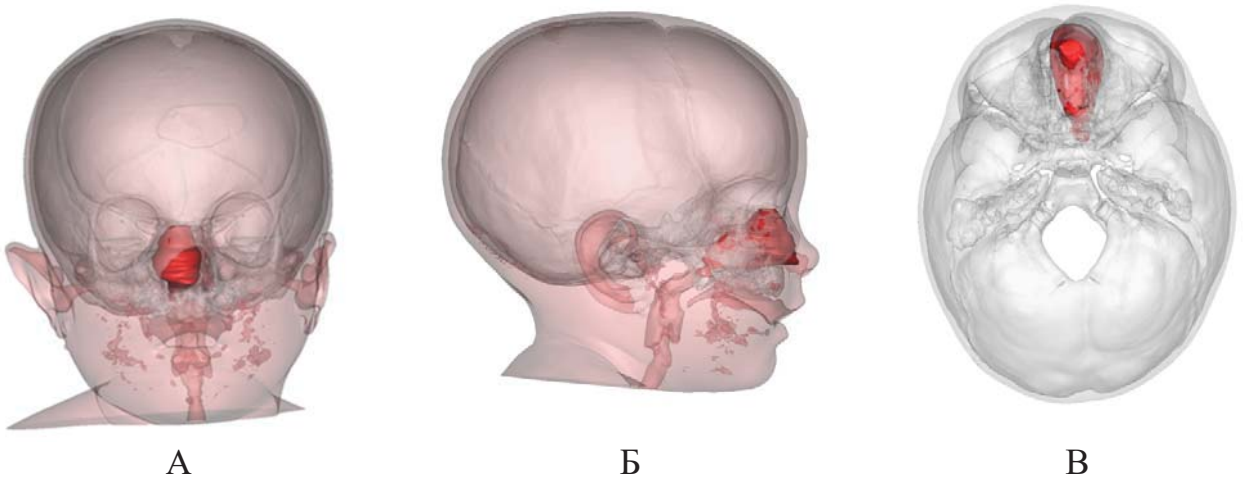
3D –КТ изображения передне-базального энцефалоцеле: А – фронтальная проекция; Б – сагиттальная проекция; В – аксиальная проекция
